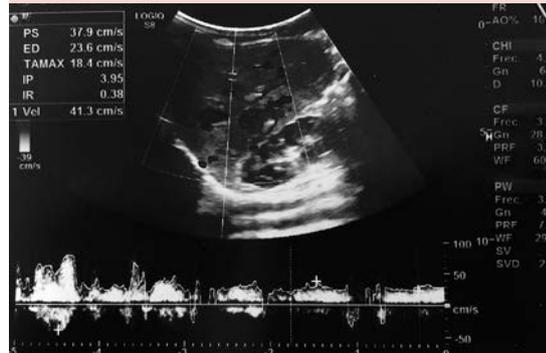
Ecografía abdominal Doppler: Hígado DL 76 mm, con múltiples lesiones nodulares hipocogénicas de distribución difusa en todo el parénquima hepático y fenómeno de robo de venas suprahepáticas.
